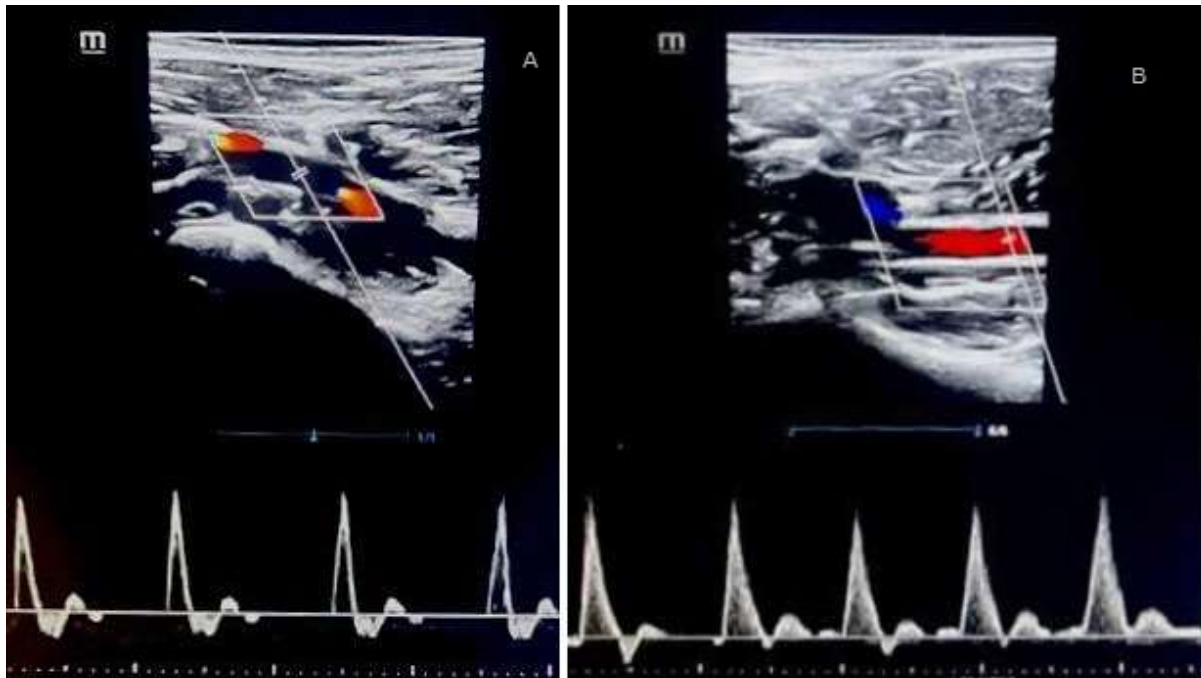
A) Doppler multifásico en reposo y B) Doppler multifásico con la dorsiflexión.
